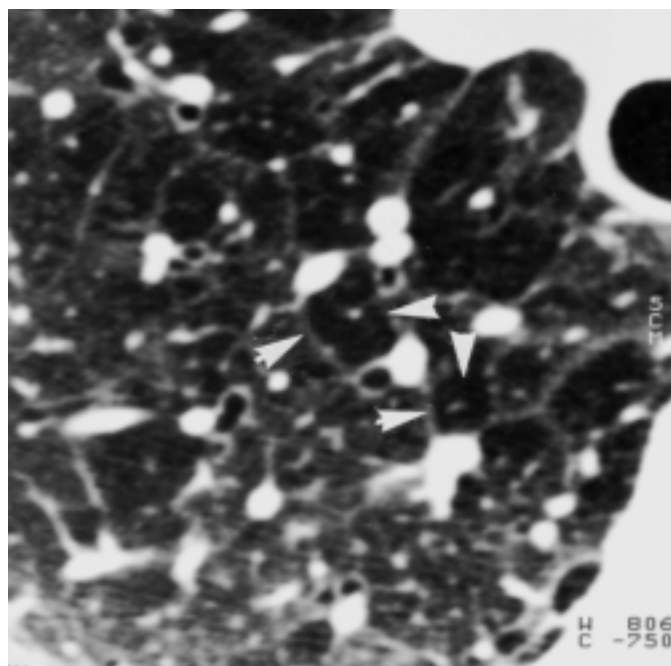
Erkennbarkeit der lobulären Struktur der Lunge in der HRCT: paralleler Verlauf von Pulmonalarterie und Bronchus, zentrale Position der peripheren Pulmonalarterie im Lobulus mit umgebenden perilobulären Septen (Pfeile), in denen u. a. auch die kräftigen Venen verlaufen.
